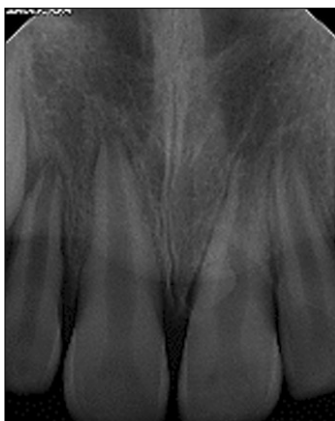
Periapical view shows erupted left central incisor and calcifying odontoma.
